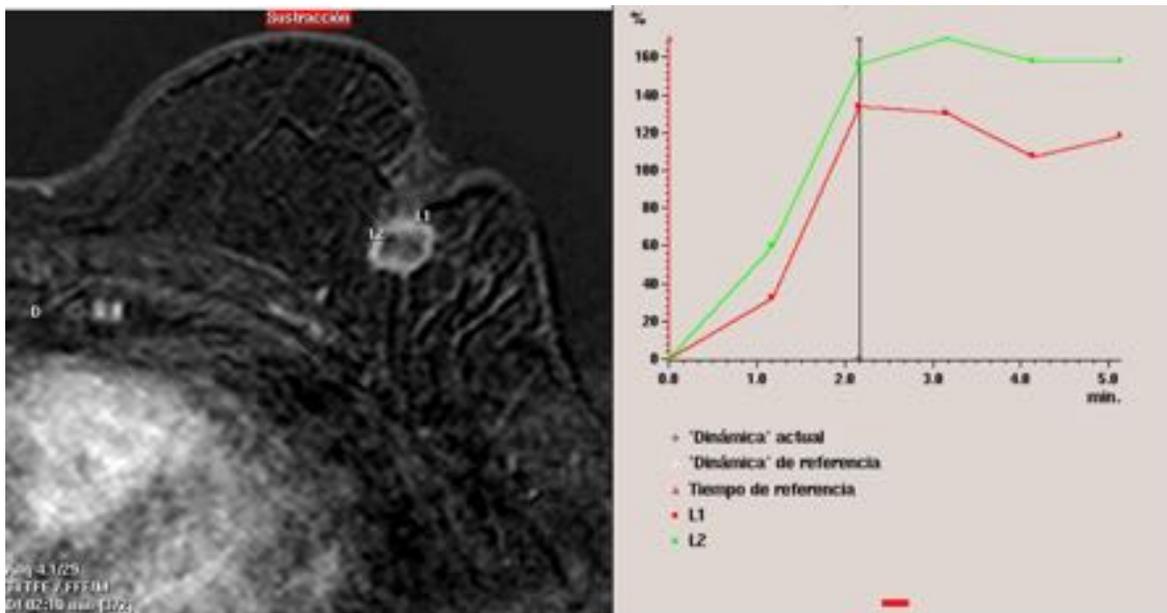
Imágen RM de un nódulo espiculado con realce en anillo que muestra curvas cinéticas sospechosas.
